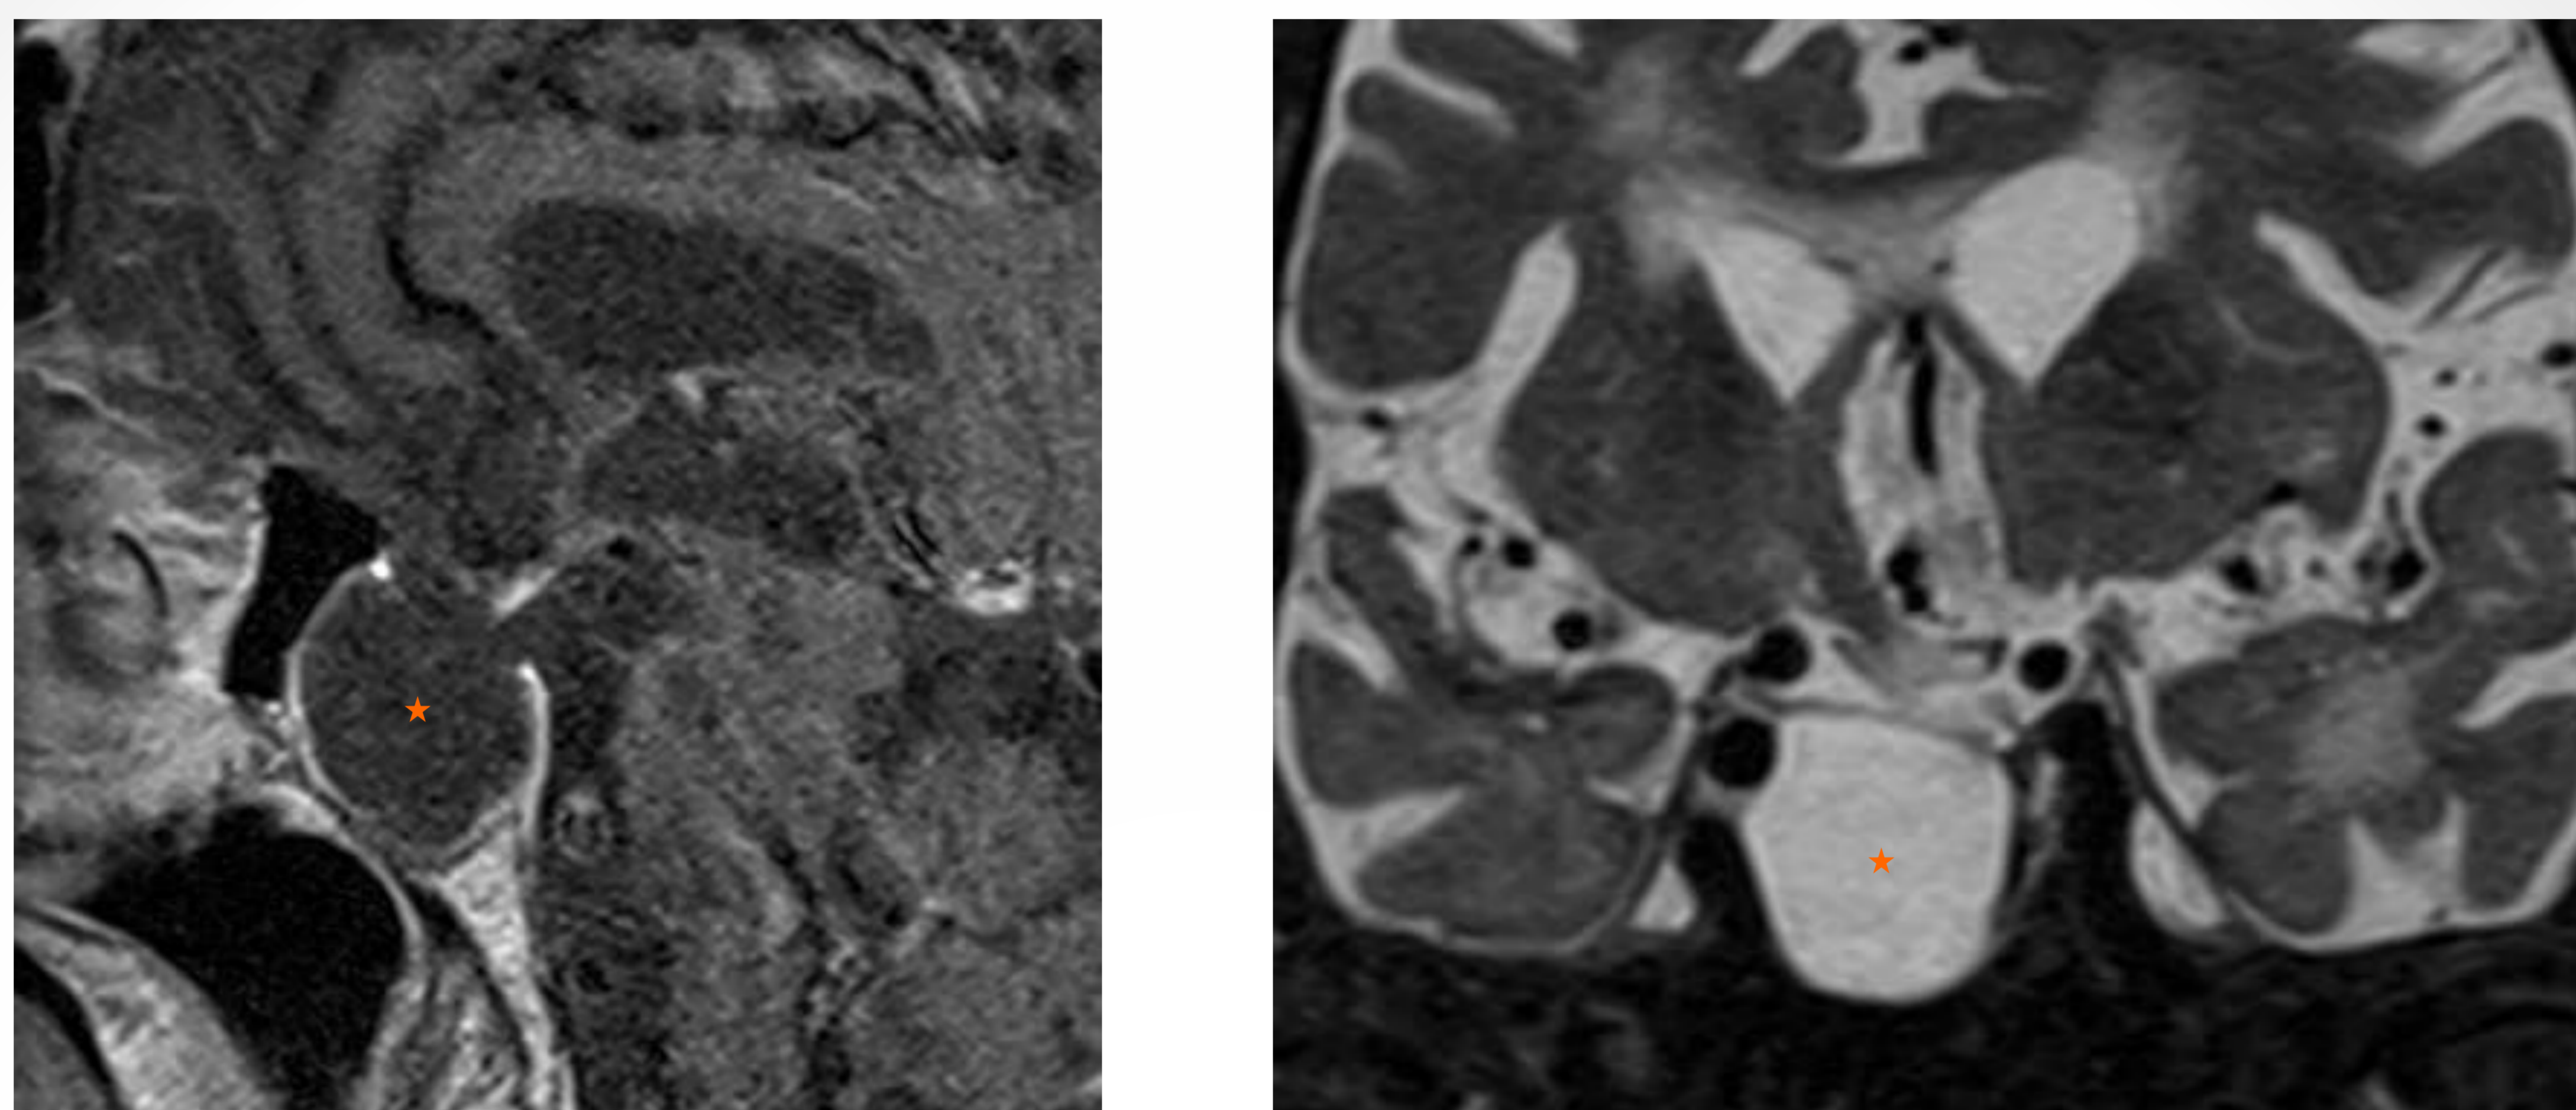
Imágenes de RM de un quiste aracnoideo intra y discretamente supraselar (estrella) en un corte sagital en T1 y en un corte coronal en T2 respectivamente.
